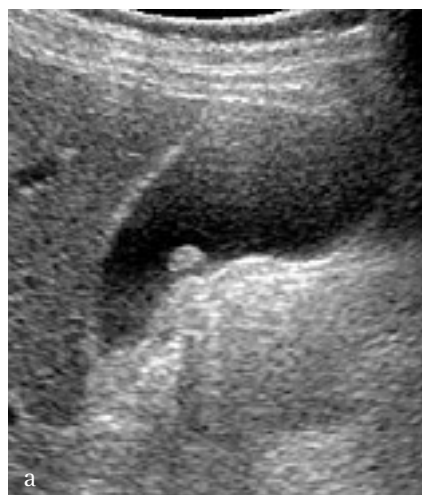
Adénome vésiculaire : aspect échographique. Coupe longitudinale échographique montrant une formation polypoïde de la paroi vésiculaire, isoéchogène au foie
